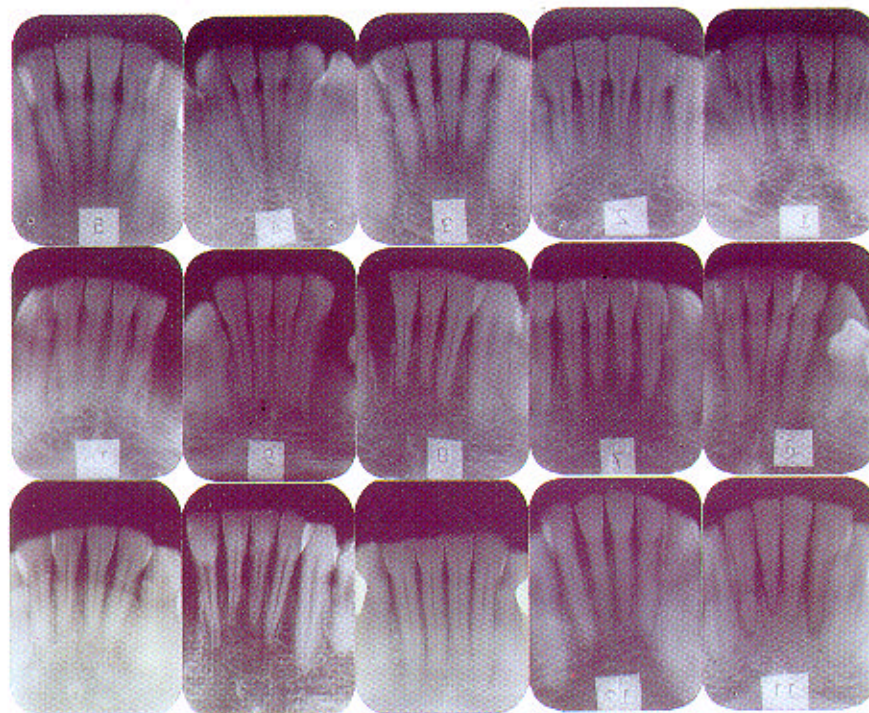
As radiografias periapicais obtidas das 15 mandíbulas com os incisivos inferiores.
